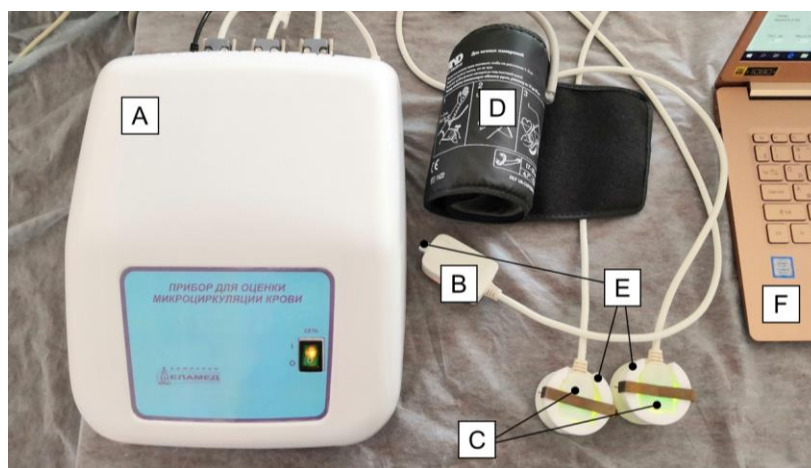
Фотография прибора с обозначением элементов. А - основной электронный блок; В - пальцевой оптический датчик для измерения перфузии, скорости пульсовой волны, индекса формы пульсовой волны, сатурации и кровенаполнения в пальце руки; С - два выносных оптических датчика для измерения перфузии, скорости пульсовой волны, индекса формы пульсовой волны и для проведения тепловой пробы на ноге; D - плечевая манжета для измерения артериального давления и создания окклюзии; E - калибровочные меры уровня белого; F - управляющий компьютер с программным обеспечением.
